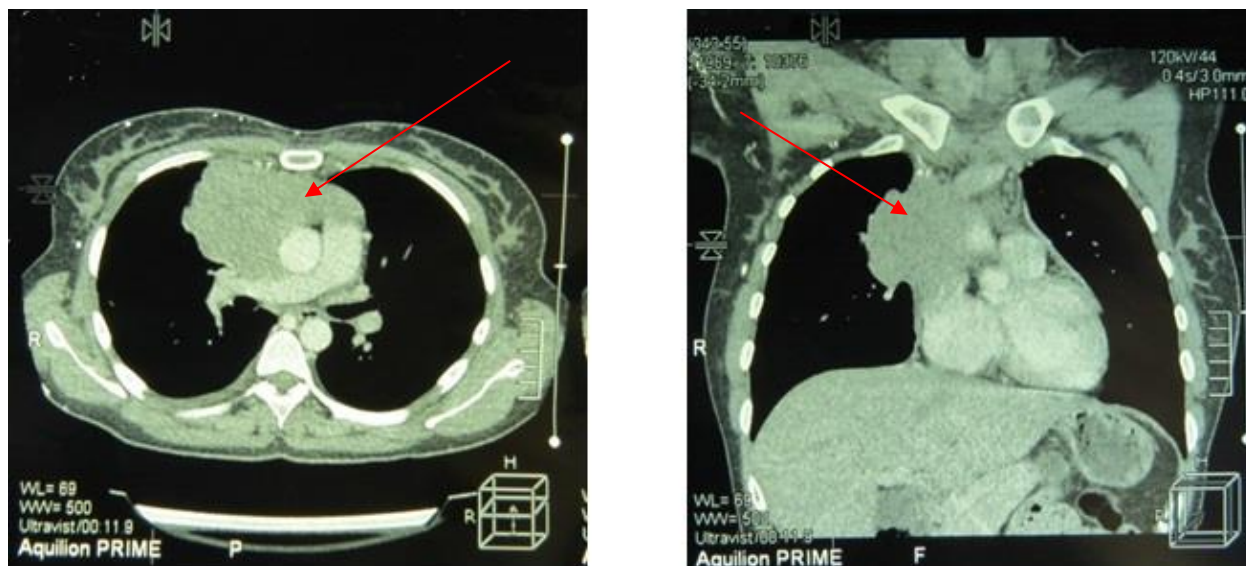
МСКТ пациентки Л.
